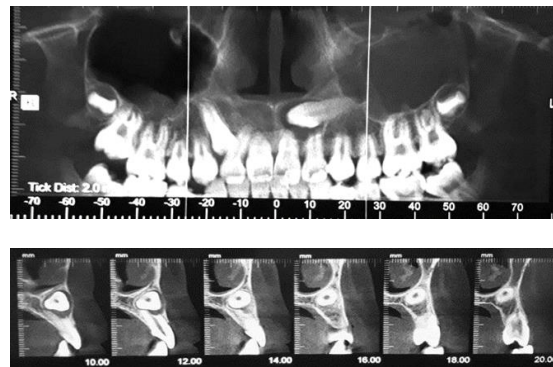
Octubre 2017 Cone-Beam. Caninos maxilares con vía de erupción ectópica, folículos > 2mm. Reabsorción radicular dientes 1.2 2.1 v 2.2.
